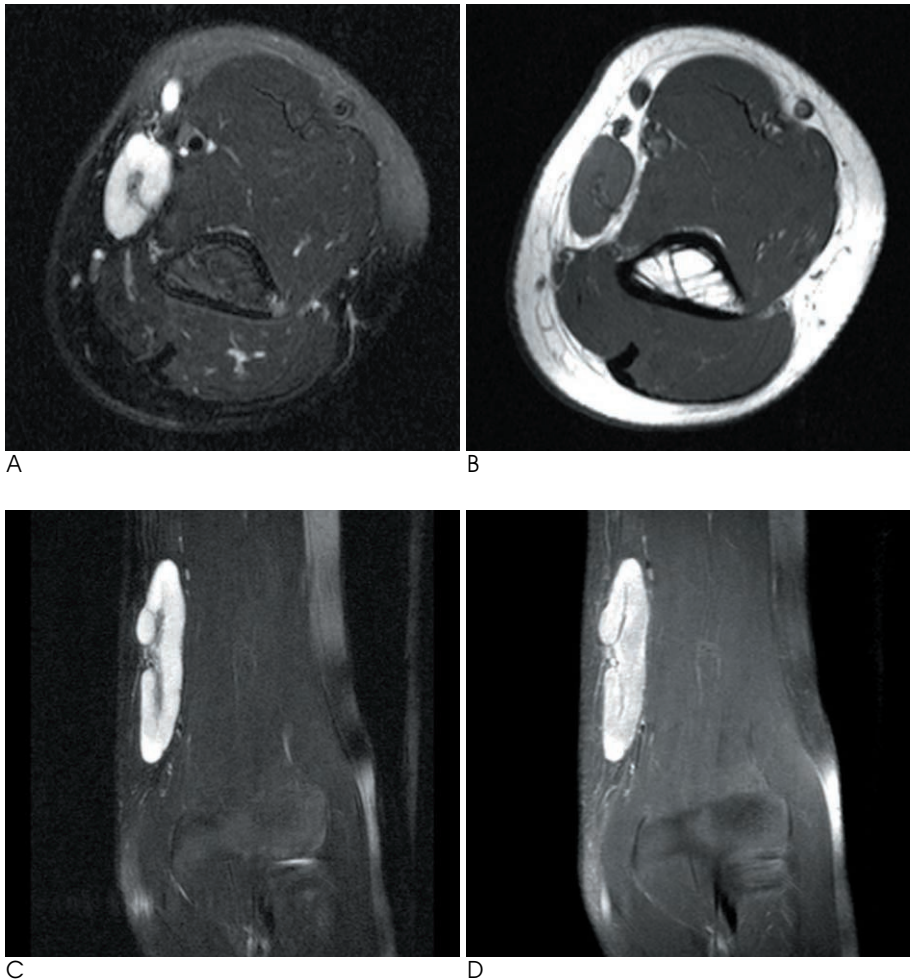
A. Axial fat suppressed T2-weighted (TR/TE, 3389/96) spin-echo MR image showed well-defined homogeneous high signal intensity mass located in medial epitrochlear area of left upper arm. B. Axial T1-weighted image (TR/TE, 459/12) showed good demarcation around the mass. C. A well-defined elongated mass, located in medial epitrochlear area of left upper arm, showed homogeneous high signal intensity on coronal fat-suppressed T2-weighted image (TR/TE, 3389/96) with branching low signal intensity along hilum. There was neither perilesional edema nor fat infiltration. D. After intravenous gadolinium enhancement, the mass was enhanced strongly and homogeneously. There was no evidence of perilesional edema or fat infiltration.
